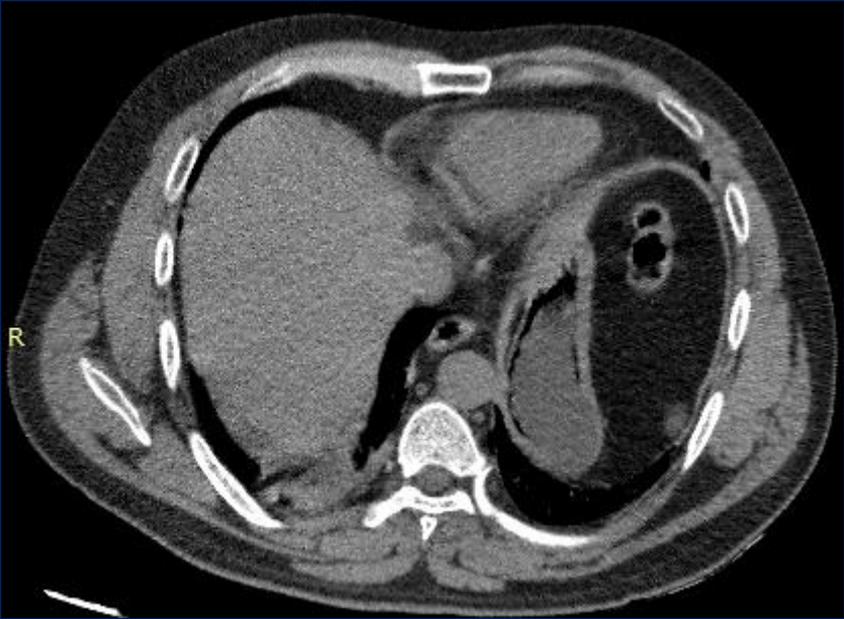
Enfisema gástrico. Reconstrucción axial de TC de abdomen sin cte EV. Se evidencia burbujas de aire en el espesor de la pared gástrica.
